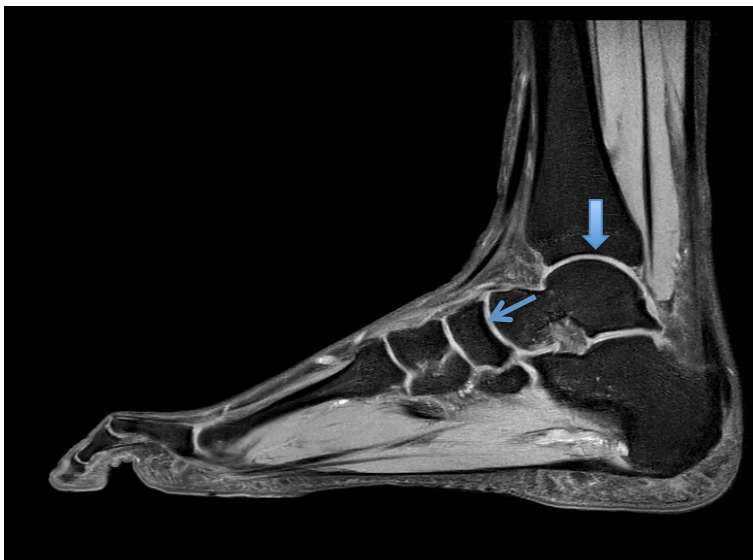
Pied et cheville en IRM. Coupe sagittale T1 mDixon TSE (image d'eau). Visualisation du cartilage talo-crural (flèche épaisse) et talo-naviculaire (flèche fine)
